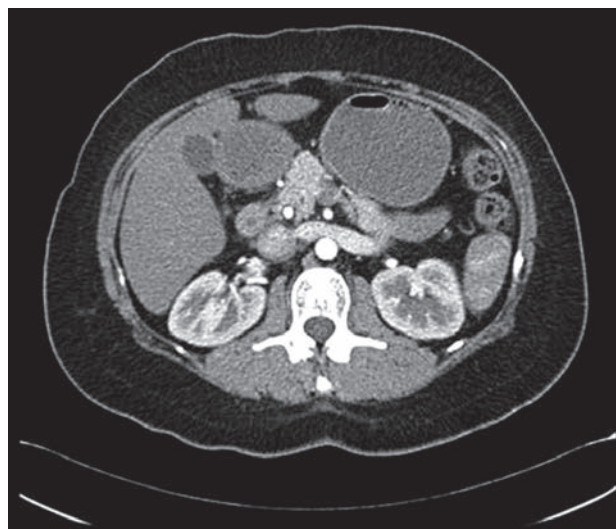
TAC de abdomen en corte axial, con contraste intravenoso que revela aumento de volumen difuso del páncreas y una imagen homogénea hiperdensa en la cabeza del páncreas, todo ello sugerente de pancreatitis autoinmunitaria.
